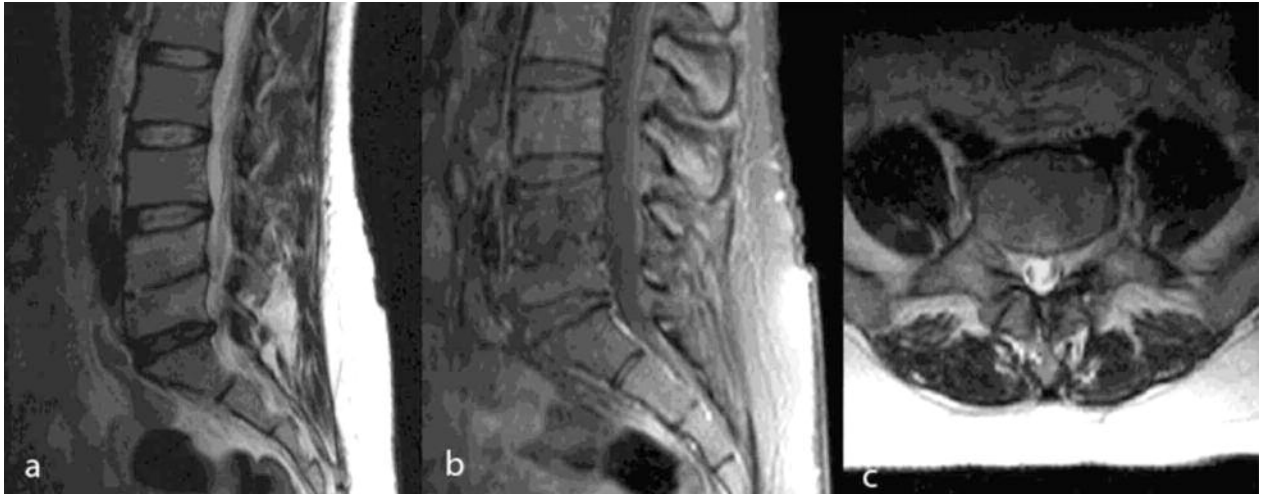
Magnetic resonance images showing complete radiologic recovery. a. Sagittal T2-weighted image, b. Sagittal contrast-enhanced T1-weighted image, c.
